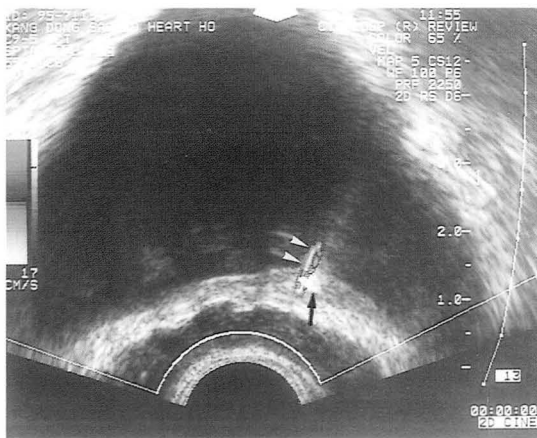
Continuous low-level flow in 19-year-old-man with left flank pain. TRUS obtained by coronal scanning with color Doppler imaging shows a calculus (arrow) at the left ureterovesical junction and a continuous low-level flow (arrowheads).
